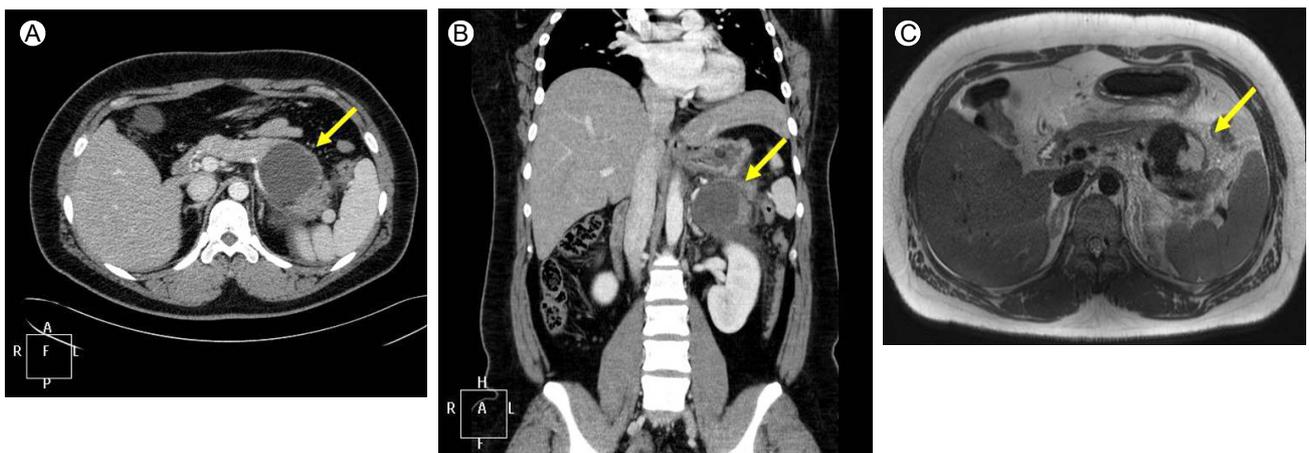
On admission, abdominal computed tomography (CT) showed a 6 cm unilocular cystic lesion in the pancreas tail associated with swelling of the pancreas tail and peripancreatic infiltration (A: axial reformatted view, B: coronal reformatted view, arrow). Magnetic resonance imaging (MRI) demonstrates a 5.8 cm cystic mass showing dark signal intensity on a T2-weighted image (C, arrow).
